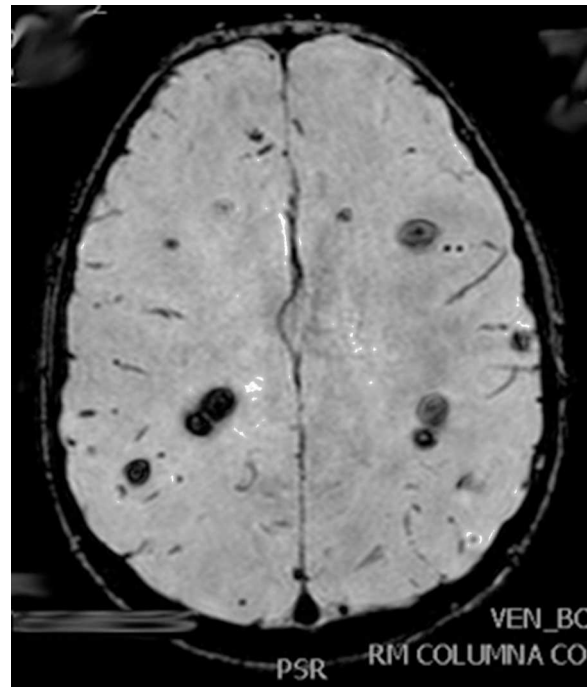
RM cerebral, corte axial secuencia T2 potenciada BOLD: múltiples lesiones supratentoriales compatibles con cavernomas.
